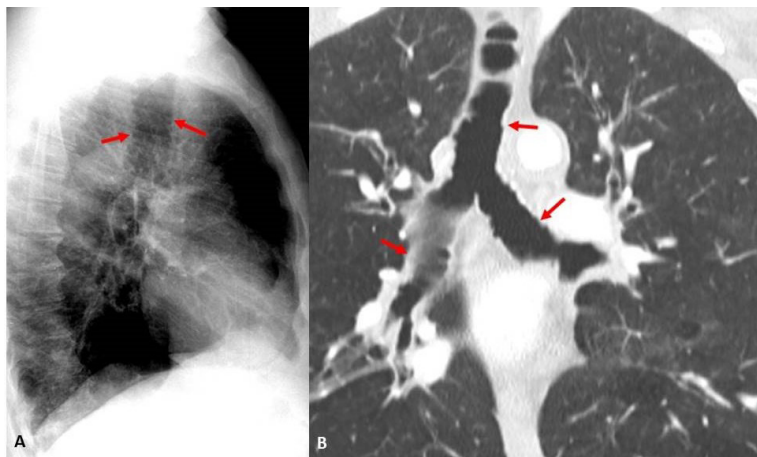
A: Radiografía lateral de tórax. Flechas rojas señalan un aumento del diámetro anteroposterior de la tráquea. B: TCMD reconstrucción coronal, las flechas rojas indican un aumento de los diámetros trasversales de la tráquea, bronquio principal derecho e izquierdo.
